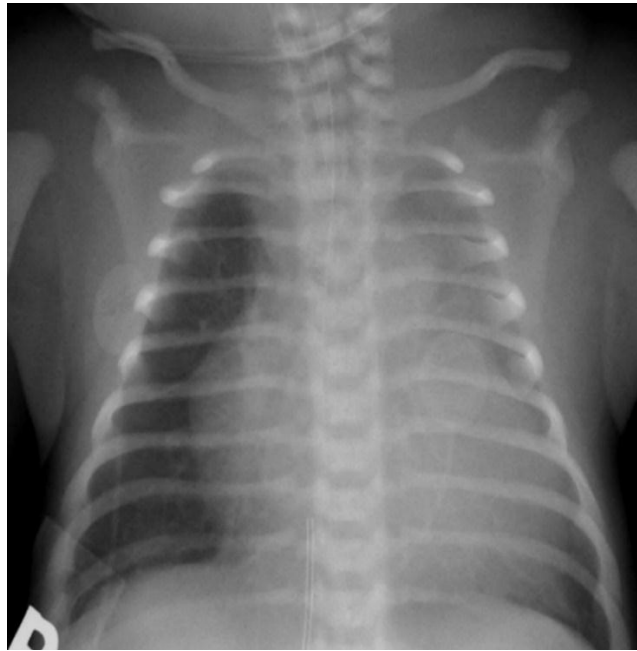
Radiographie thoracique d'un nouveau-né de 36 SA montrant un pneumothorax droit et une diminution de la transparence du poumon gauche
